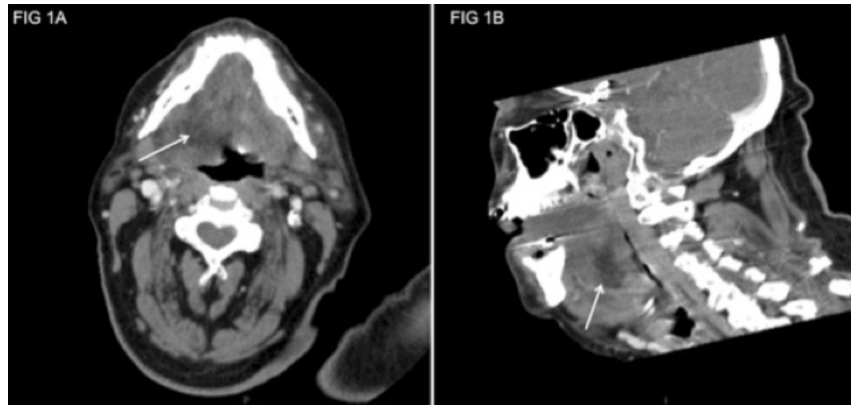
TC cervical con contraste. (A) Corte axial con edema de predominio en espacio sublingual derecho (flecha). (B) Corte sagital que muestra edema retrofaríngeo y afectación glandular submaxilar, sin realce periférico (flecha).
